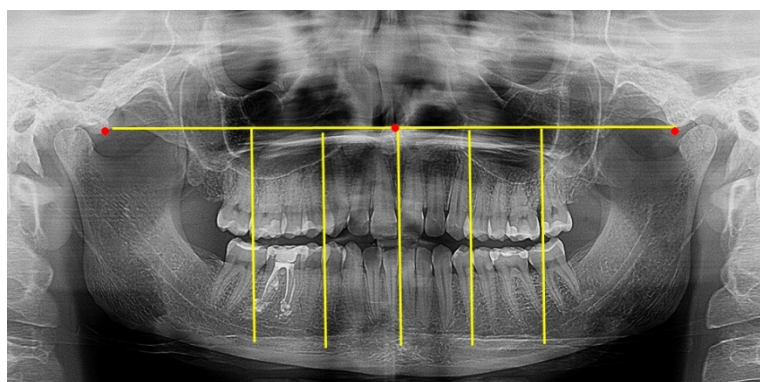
Ортопантомограмма пациента X., после лечения.
